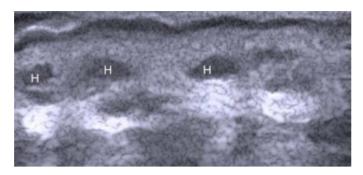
Implantes de ácido hialurónico (H). El patrón del ácido hialurónico inicialmente es vesicular. Alfageme Roldán F. Ecografía cutánea. Actas Dermosifiliogr 2014; 105(10): 891-899.
